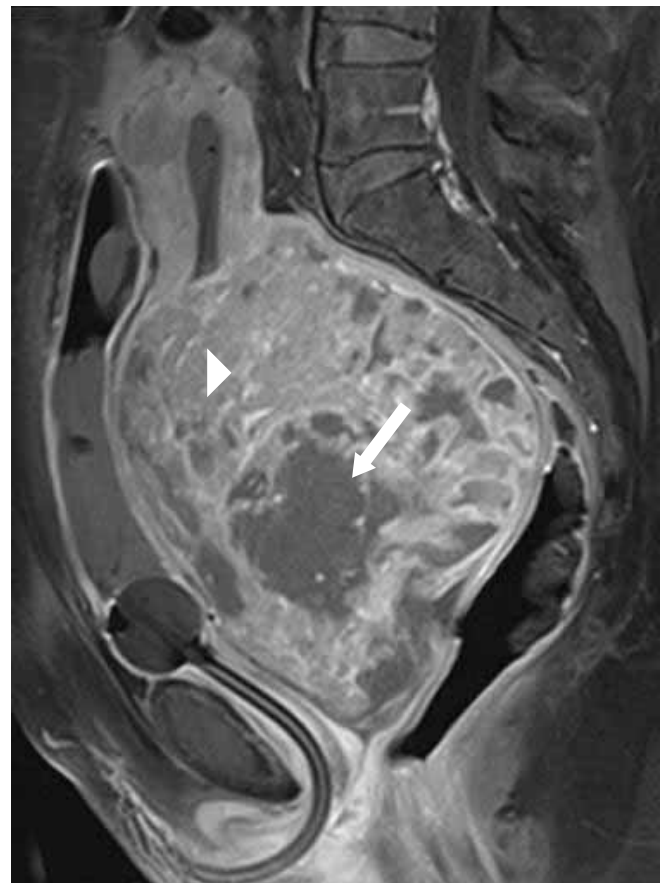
MRI: Sagittale Kontrastmittelverstärkte, Fett-saturierte T1-gewichtete Aufnahme. Medianschnitt: Die Raumforderung ist sehr inhomogen mit Nekrosezonen (Pfeil), aber auch im Vergleich zum normalen Myometrium mit deutlich vermehrt Kontrastmittel-anreichernden Anteilen (Pfeilspitze)
